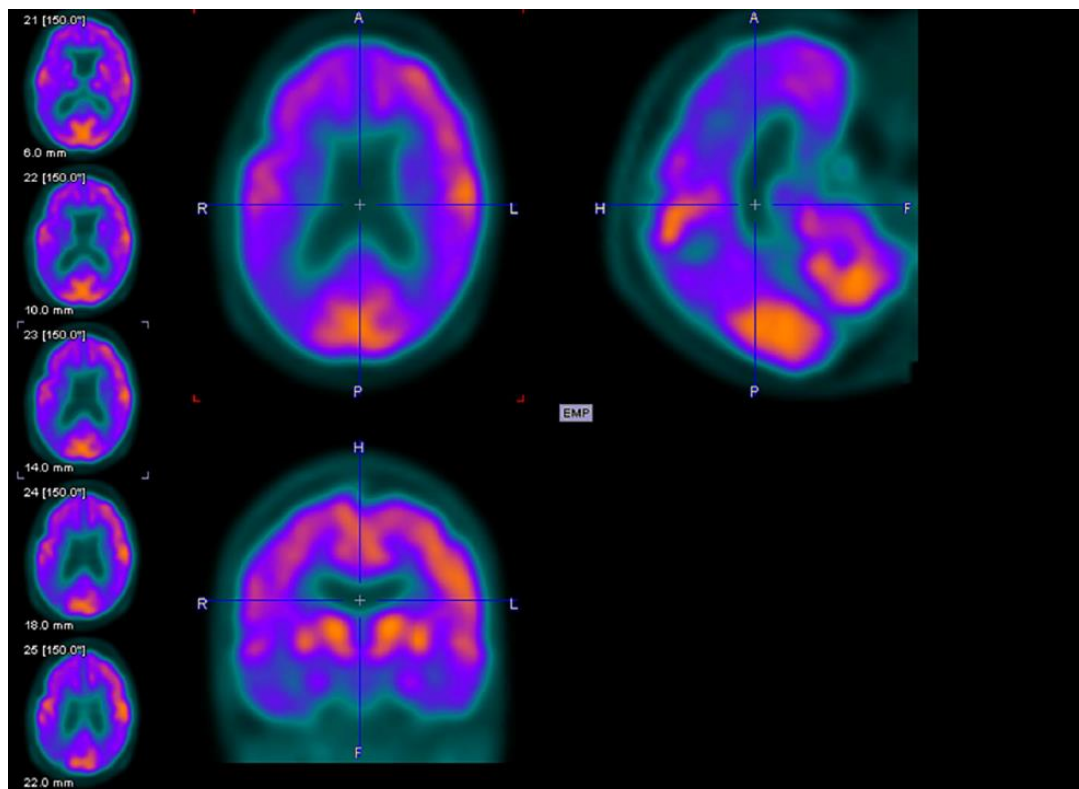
PET ^{18}F -FDG realizada a indivíduo do sexo feminino de 81 anos de idade com um MMSE com 14 de pontuação. Obtido de 61
